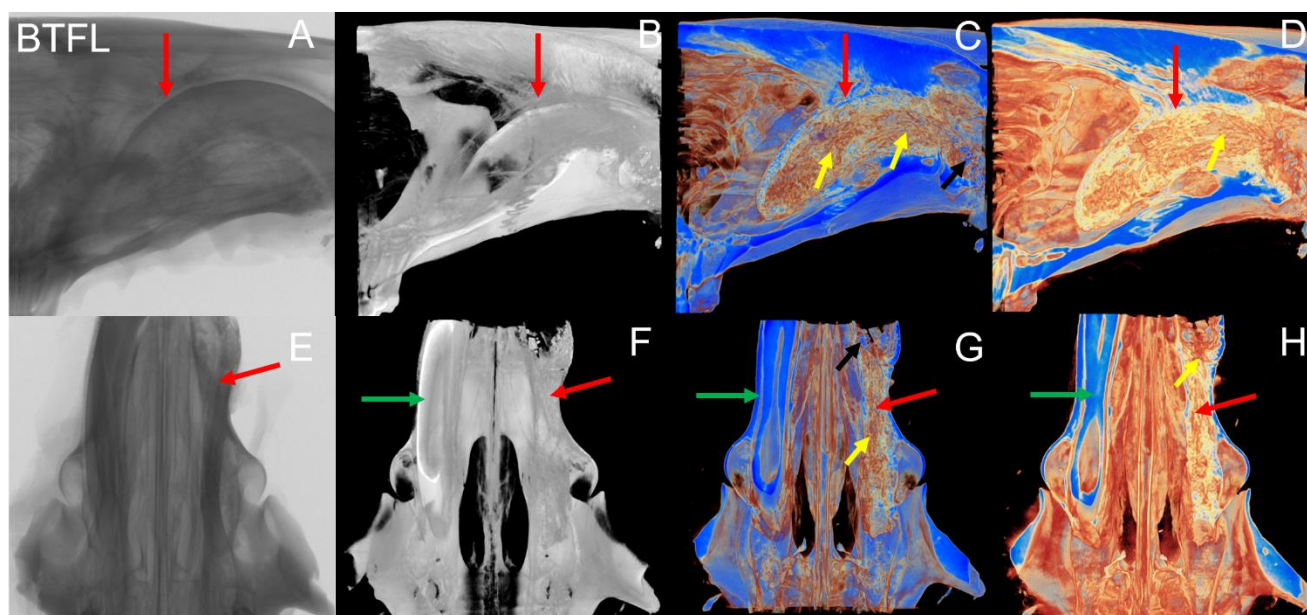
Microtomografia BTFL. (A) corte sagital bidimensional; (B) reconstrução sagital 3D, em escala preto e branco, mostrando paredes do alvéolo integras e ausência de remanescentes dentários; (C) reconstrução sagital 3D, em escala Blue, onde observa-se áreas mais escuras (setas amarelas), sugestivas de tecido ósseo imaturo, interposto por áreas mais claras, sugestivas de tecido conjuntivo; (D) reconstrução sagital 3D, em escala Trabecular; (E) corte axial bidimensional, mostrando toda área da amostra que foi escaneada; (F) reconstrução axial 3D, escala preto e branco, onde observa-se integridade das paredes do alvéolo; (G) reconstrução axial 3D, escala Blue, em região de terço médio, mostrando preenchimento do alvéolo; (H) reconstrução axial 3D, escala Trabecular, em região de terço médio. Setas vermelhas mostram paredes do alvéolo íntegras; Setas pretas evidenciam remanescentes de biomaterial; Setas amarelas evidenciam áreas com tecido mais denso, sugestivas de tecido ósseo imaturo; Setas verdes mostram incisivo central do lado esquerdo
